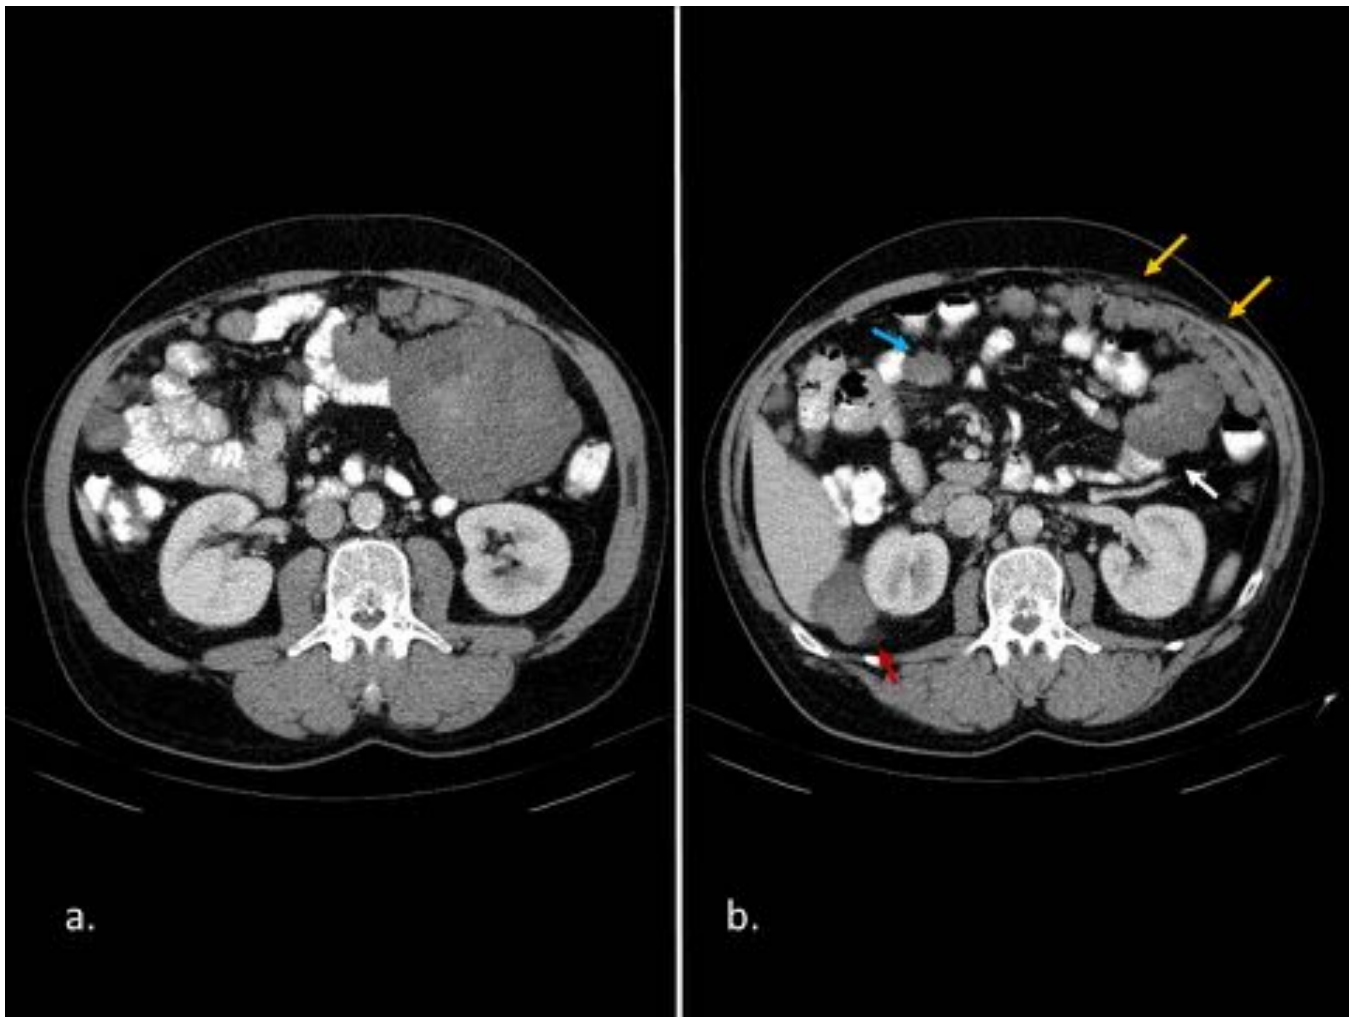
Tumor carcinoide en varón de 61 años. Imágenes de TC con contraste oral e iv. (a)Masa de bordes lobulados, de densidad partes blandas, localizada en vacío izquierdo, intraperitoneal, adyacente a asas de yeyuno. Se acompaña de múltiples masas de menor tamaño y similar apariencia en mesenterio y epiplón mayor. (b)Imagen axial varios cm craneal a (a) donde se observan más masas metastásicas en mesenterio (flecha azul), epiplón mayor (flechas amarillas) y retroperitoneo (flecha roja).
